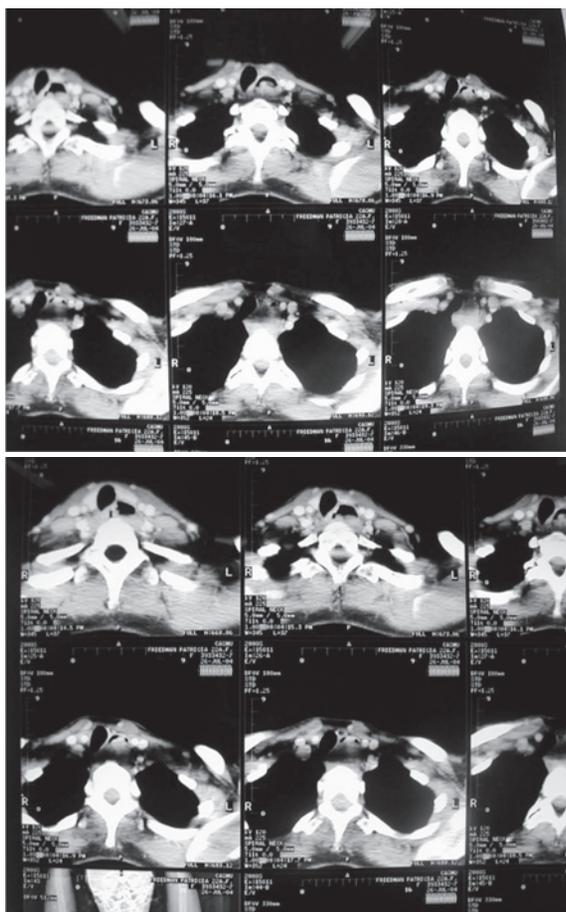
TC Tórax. Caso Clínico 1.
